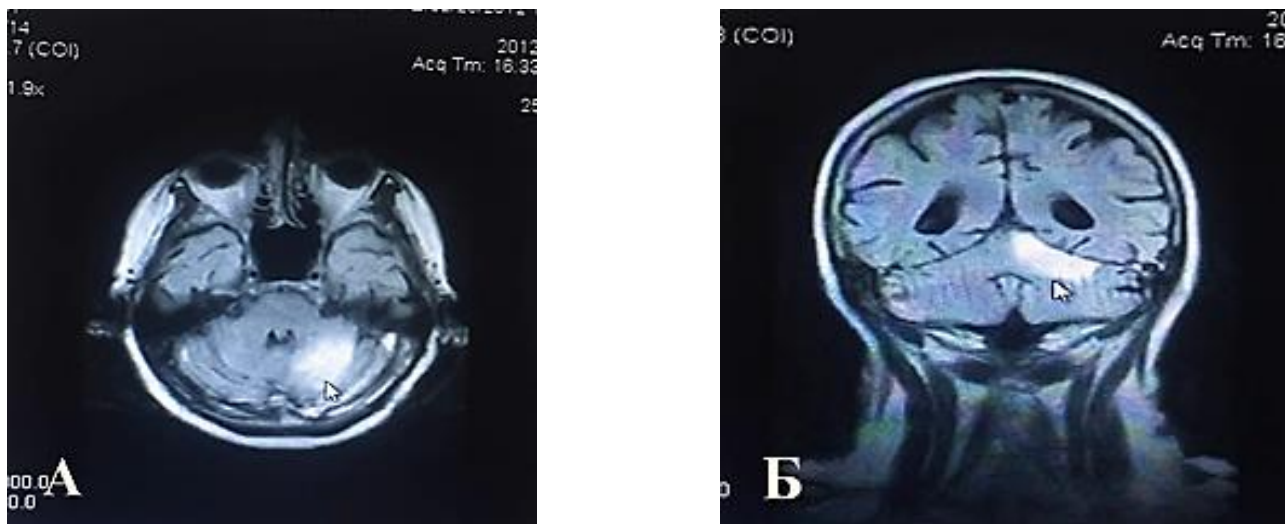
МРТ головного мозга в режиме FLAIR в аксиальной (А) и коронарной плоскостях (Б). Больная П, 76 лет. Инфаркт левой гемисферы мозжечка в бассейне ВМА с геморрагическим пропитыванием.
